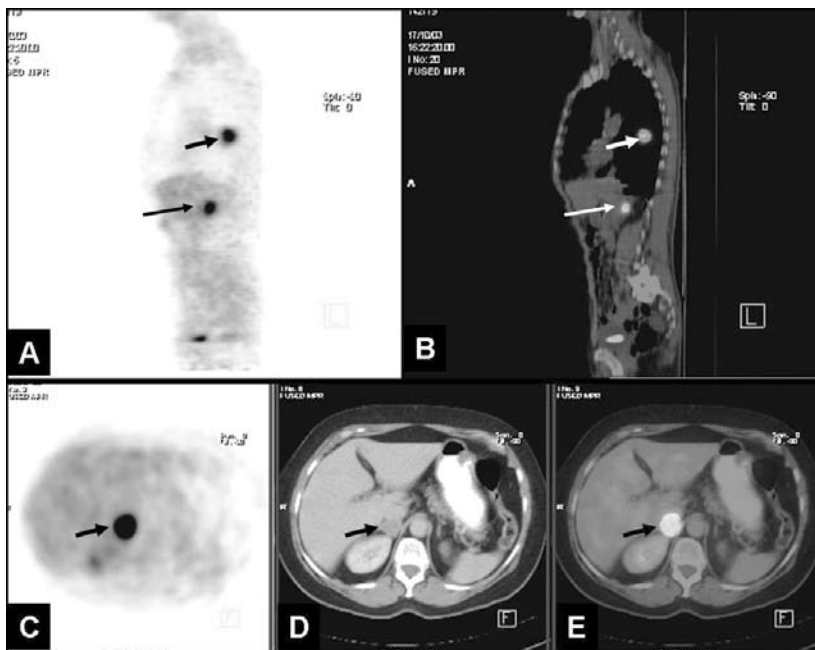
PET-TC. Imagen sagital (vista de perfil) a) PET b) Fusión PET-TC donde se aprecia tumor primario pulmonar (flecha corta) y nódulo en topografía de la glándula suprarrenal derecha (flecha larga), ambos con marcada captación del radiofármaco, las imágenes transversales a nivel de la glándula suprarrenal derecha c) del PET d) de la TC y e) de la fusión PET-TC, permiten confirmar la coincidencia del foco hipercaptante del PET con el nódulo adrenal de la TC (flechas).
